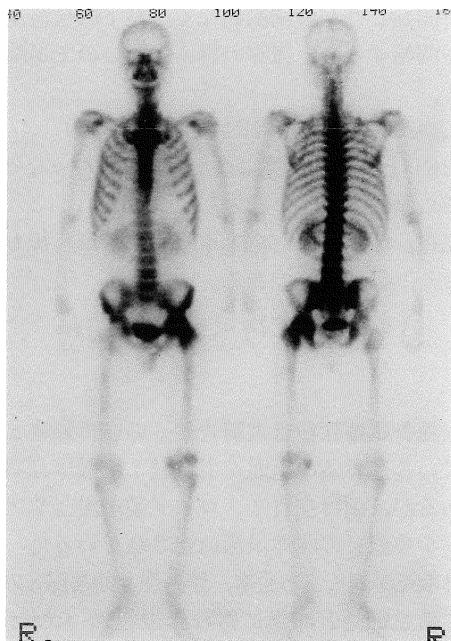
Tc-99m whole body bone scintigram shows RI concentration of left femoral head and neck.
